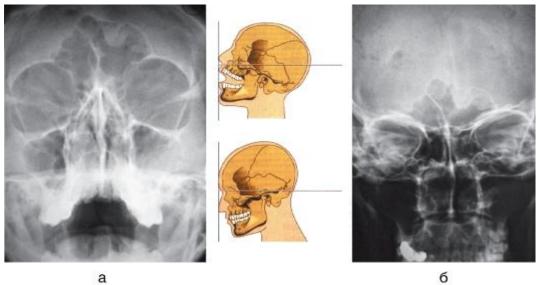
Рентгенография околоносовых пазух: а - носоподбородочная проекция; б - носолобная проекция
